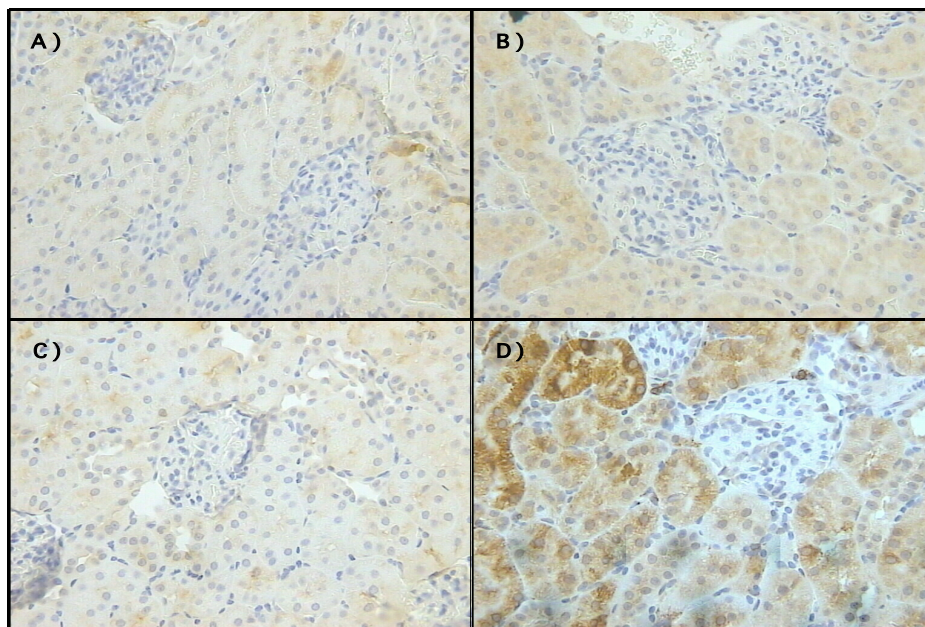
Efecto del NDGA sobre HO-1 en la I/R. Expresión de HO-1 de los grupos (A) CT, (B) NDGA, (C) I/R y (D) I/R+NDGA. Las imágenes tienen un aumento de 40X.
